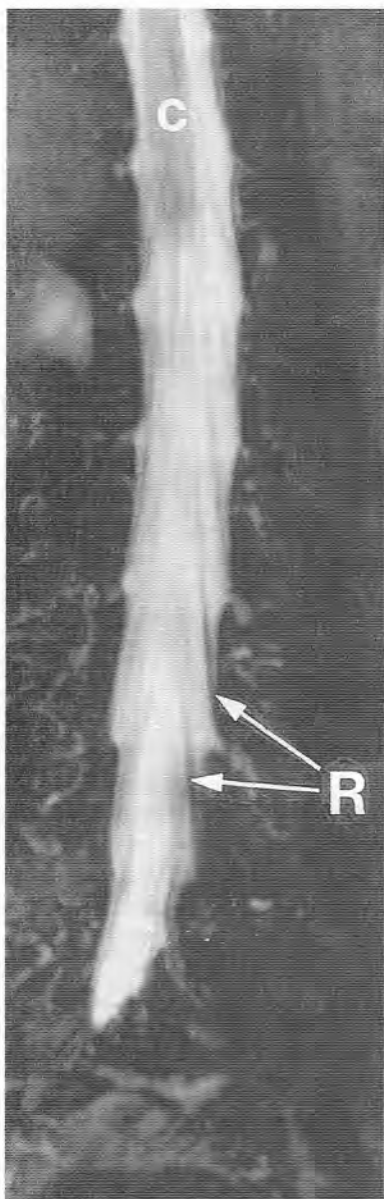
(Continuación) (F) RM-mielografía que demuestra la capacidad de la RM para imitar una mielografía. Las raíces nerviosas se aprecian bien en el interior de la señal brillante del LCR (3 = apófisis articular superior; 5 = apófisis articular inferior; 7 = cuerpo; 8 = apófisis espinosa; C = cono; D = espacio discal; F = agujero de conjunción; L = ligamento amarillo; R = raíz nerviosa; * = saco tecal).
